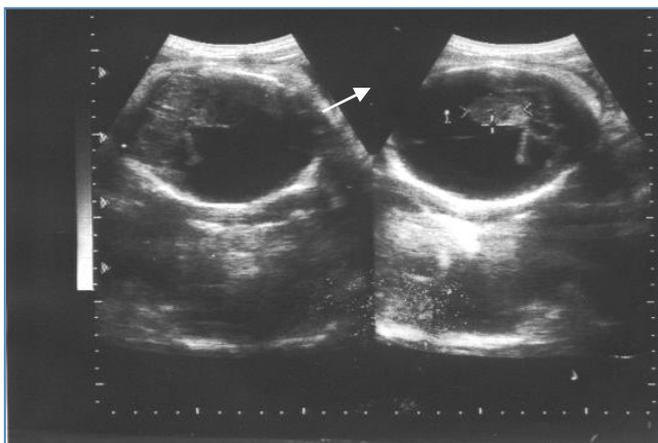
УЗИ головного мозга плода. Аксиальная плоскость сканирования в 30 недель гестации с папилломой (стрелка) сосудистого сплетения бокового желудочка.
